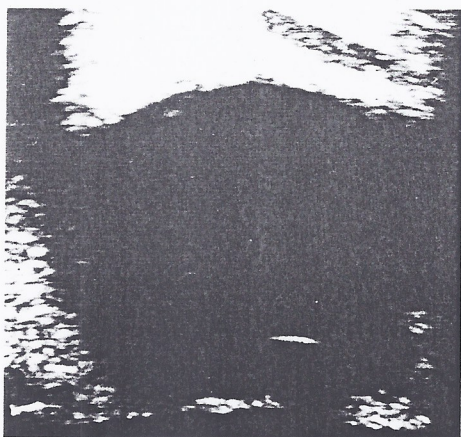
Aspetto ecografico di fistola carotido-cavernosa. La vena orbitale superiore è riconoscibile per un buon tratto a causa del calibro superiore alla norma.
